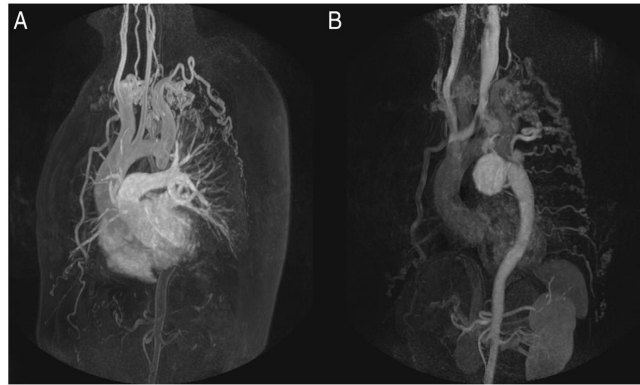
Estudio con resonancia magnetica del caso 1. A: el estudio con gadolinio muestra la obstrucción completa de la aorta. B: en fases tardías se aprecia una gran suplenencia colateral, contraste de la aorta descendente y el aneurisma gigante intercostal.
